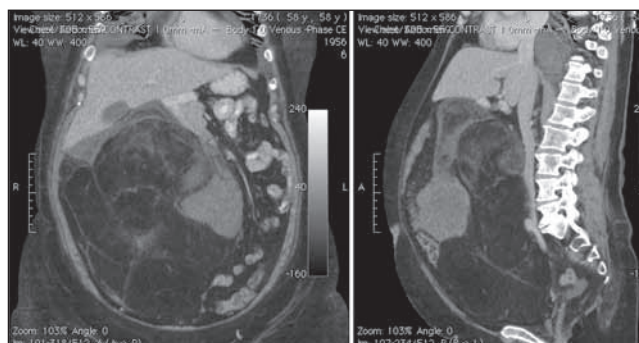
На фронтальной и сагиттальной КТ реконструкции забрюшинная опухоль, распространяющаяся от правой верхней ретроперитонеальной области до таза со смещением желудка, толстого и тонкого кишечника в левую поддиафрагмальную область.
